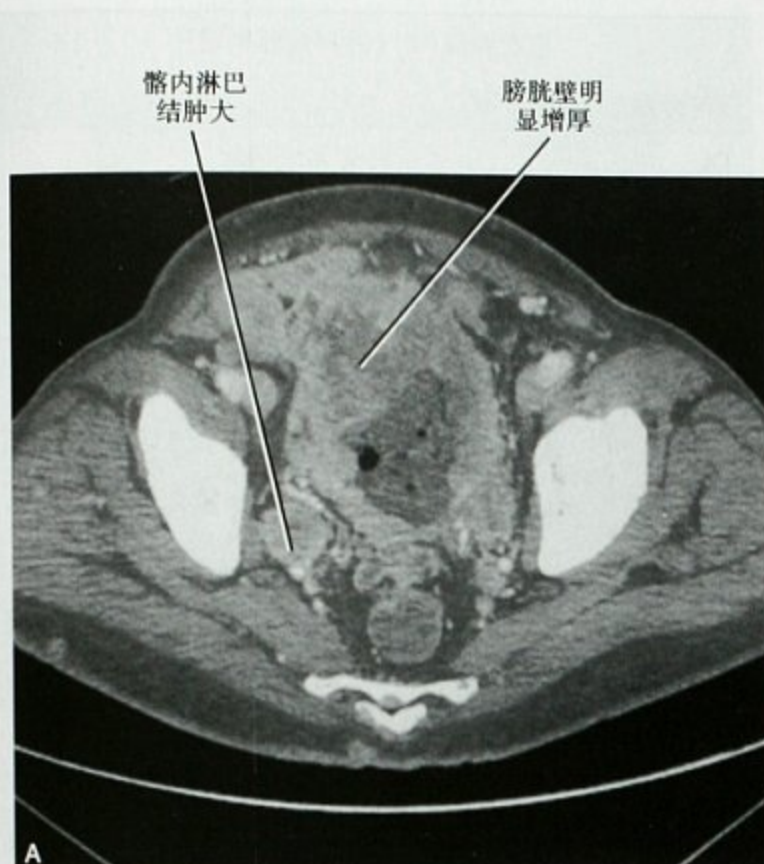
膀胱移行细胞癌(TCC)患者增强 CT 横断面 (A),可见脊柱(B)及阴茎(C)转移瘤
